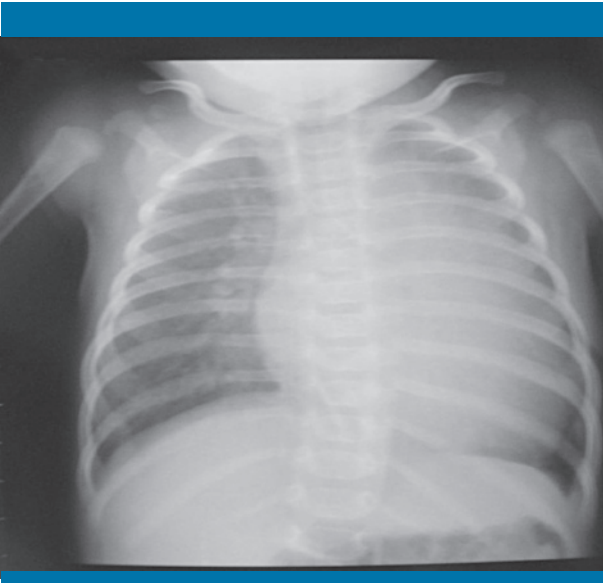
Radiografía simple de tórax: cardiomegalia sin alteraciones en la vascularización pulmonar
